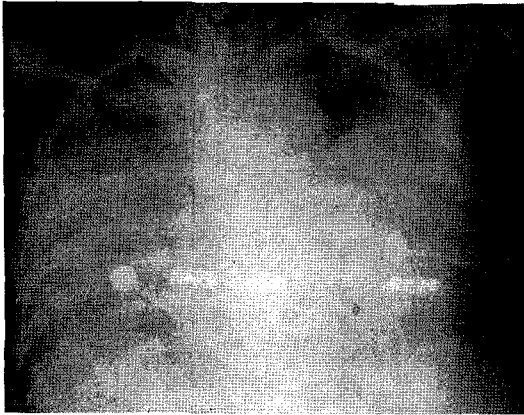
Chest radiograph at the development of severe dyspnea.
